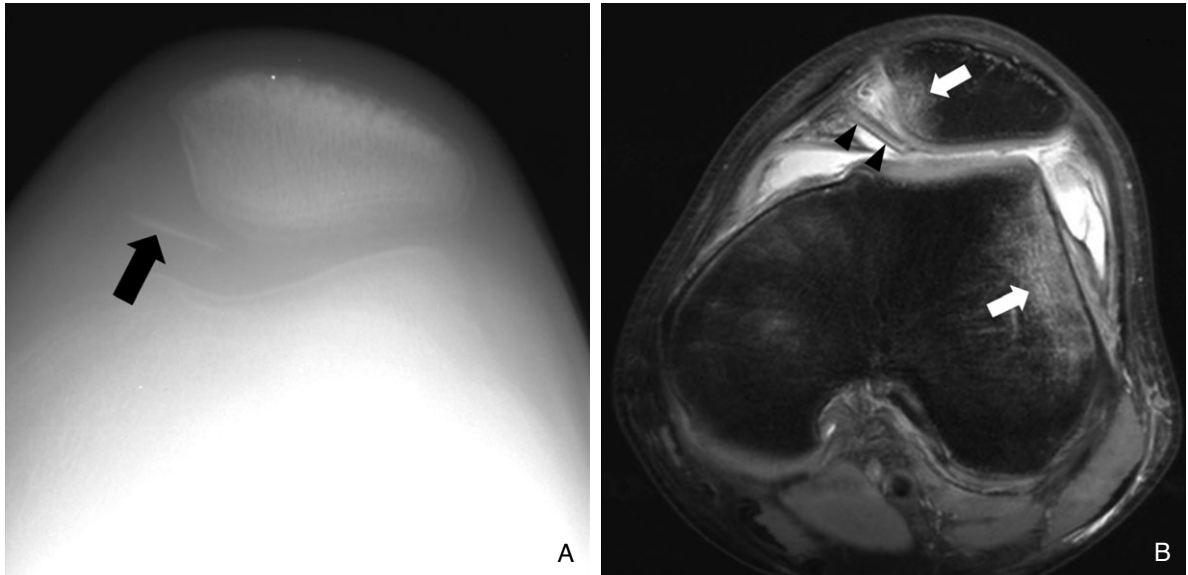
A patient with transient patellar lateral subluxation. (A) Patellar skyline view of right knee shows linear increased opacity parallel to medial patellar facet (arrow) representing osteochondral fracture fragment. (B) Transaxial image of saturated proton density weighted MR image shows subchondral bone marrow contusion at medial patellar facet and lateral femoral condyle (arrows) and osteochondral fracture fragment from medial patellar facet (arrowheads).
